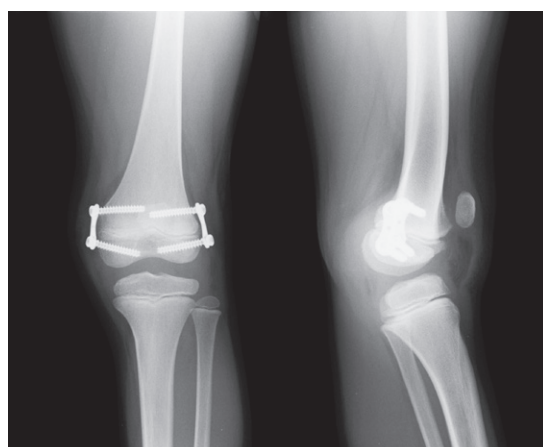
術後膝X線像：大腿骨遠位内外側の後方から、15°前方に向けてスクリューを刺入した。
